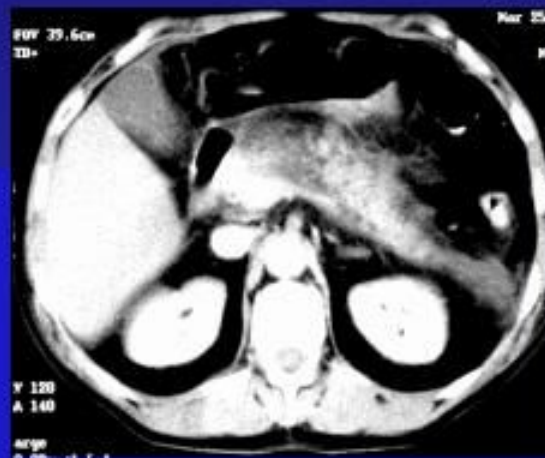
Острый панкреатит. Наблюдается отек и воспаление головки поджелудочной железы (стрелка). Компьютерная томограмма.
